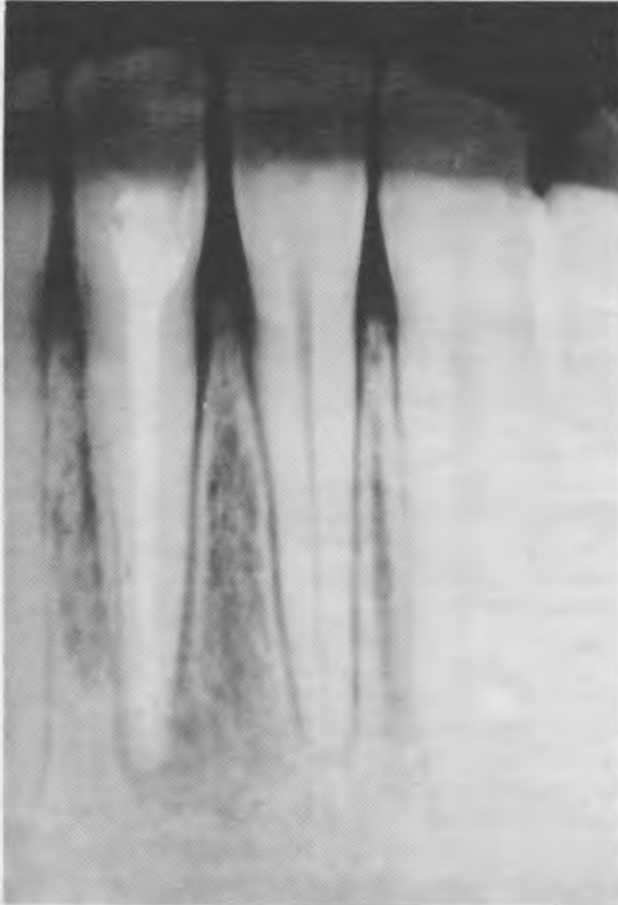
En la radiografía de control a los 2 años la reparación del periápice es total. Las raíces de ambos incisivos presentan una disposición normal.
